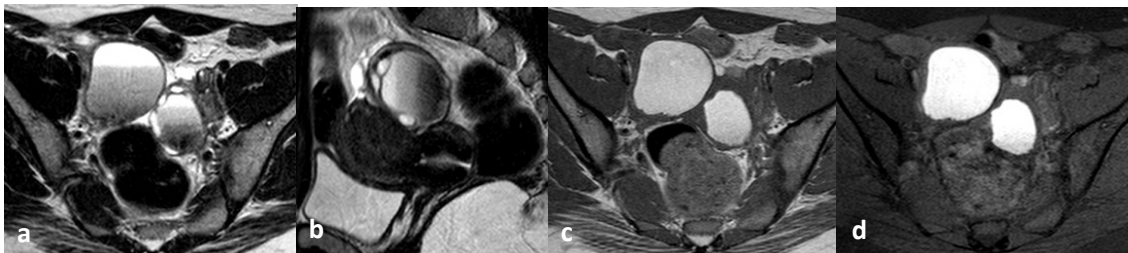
RM pélvica de mulher de 30 anos com dor pélvica de longa duração e períodos menstruais abundantes. (a) No axial e (b) sagital T2 observa-se tumor pélvico anexial bilateral, de morfologia ovalar, contorno regular, e hipossinal gradual em camadas, com área de hipersinal, em relação com a acumulação e sedimentação dos produtos de degradação da hemoglobina (“shading”), assim como hipossinal parietal. (c) No axial T1 estes tumores apresentam hipersinal, concordante com a sua natureza hemorrágica. (d) Na sequência T1 com saturação de gordura não perdem sinal, permanecendo com hipersinal. Estas características são compatíveis com endometrioma bilateral.
